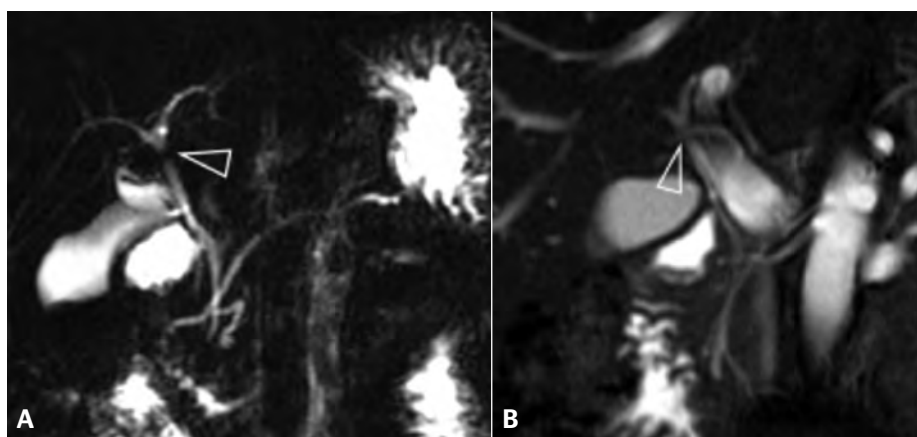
Les acquisitions 3D de bili-IRM apportent généralement un gain en résolution spatiale et en rapport signal sur bruit appréciable pour la recherche des signes de CSP. Mais lorsque la synchronisation respiratoire n'a pas été efficace, l'acquisition 3D sera de mauvaise qualité (A) et sera utilement complétée par des coupes 2D (B)
